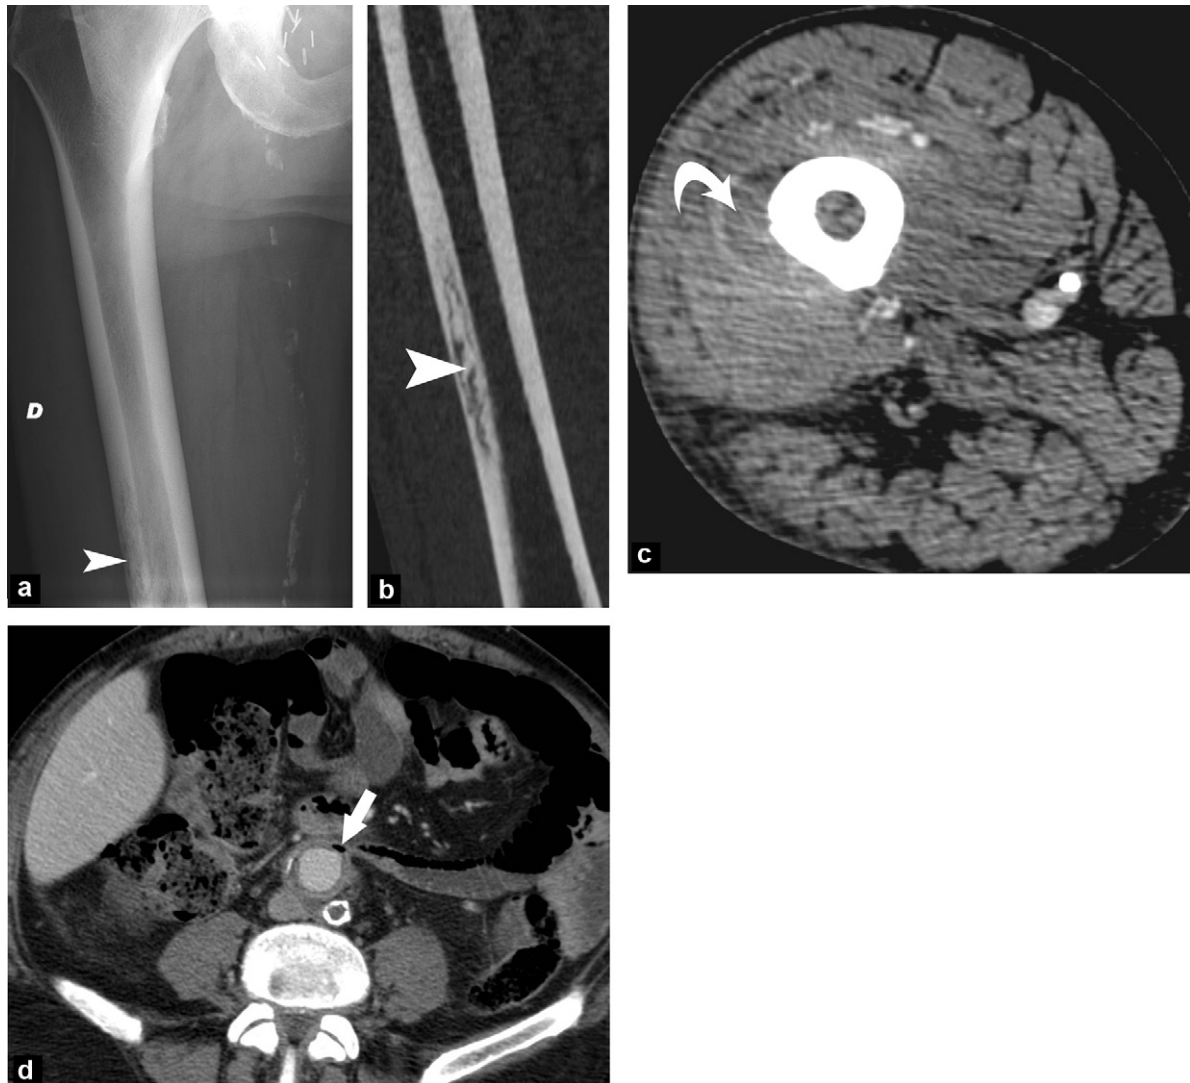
Patient admis pour douleurs du membre inférieur droit et fièvre, aux antécédents de pontage aorto-bifémoral. Hémocultures positives à *Streptocoques*. Ostéite de la corticale latérale de la diaphyse fémorale droite (tête de flèche a, b). Collection des parties molles adjacentes (flèche courbe, c). Absence d'amélioration sous antibiotiques et après ponction-aspiration de la collection... il fallait bien sûr penser à réaliser un scanner abdomino-pelvien injecté (d), qui démasque l'infection de la prothèse aortique sous forme d'une collection hydrogazeuse à sa périphérie (flèche droite) : a : radiographie standard du fémur droit de face ; b : scanner de la diaphyse fémorale droite en reformation frontale oblique ; c : scanner injecté en coupes axiales centré sur la diaphyse fémorale droite ; d : scanner abdomino-pelvien injecté en coupes axiales.
